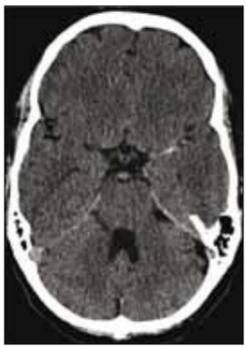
CT eines Patienten mit schwerem links-hemisphärem Schlaganfall zeigt Thrombus in der linken M1x
